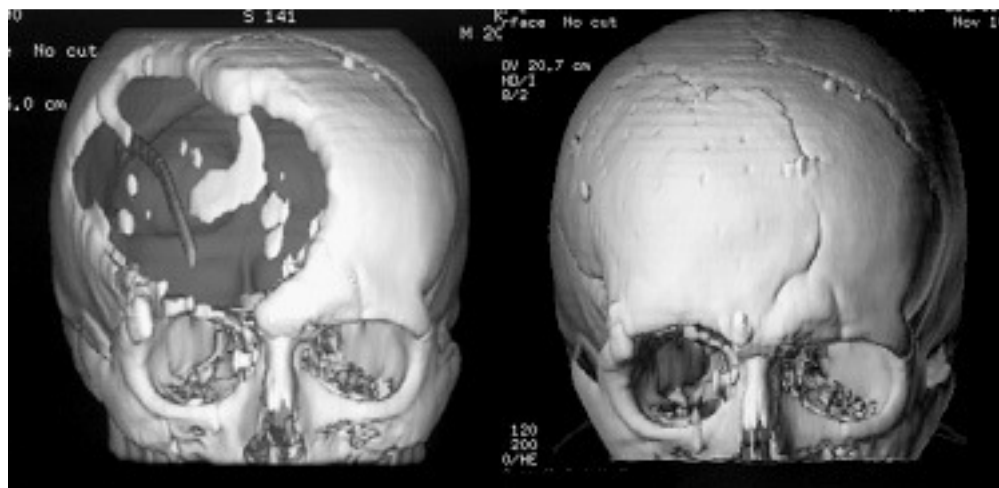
Спиральные 3D КТ до и после реконструктивной операции с использованием компьютерного моделирования и метода лазерной стереолитографии.
